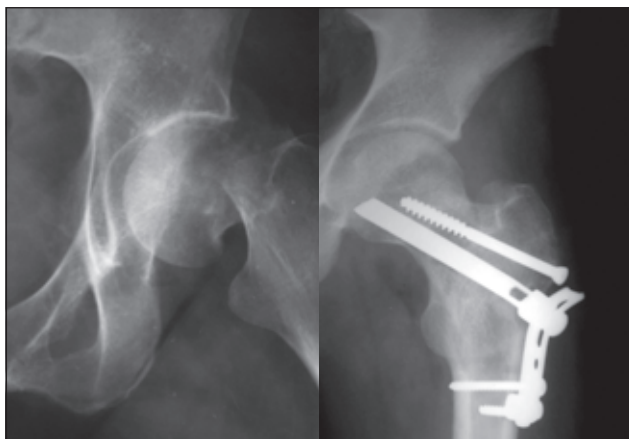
Фотовідбитки рентгенограм хворого М. Субкапітальний перелом шийки СК синтезований ПОППВС і додатковим гвинтом
